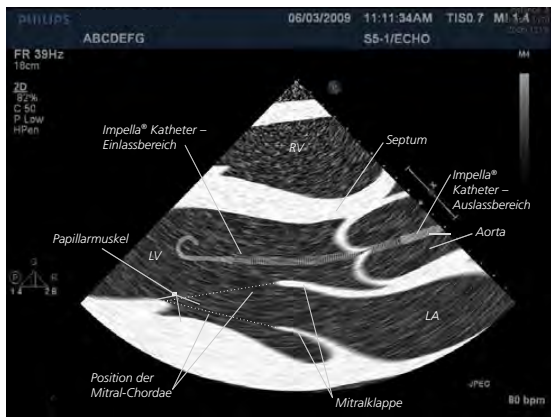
Transthorakales Echokardiogramm (TTE) eines Impella Katheters
